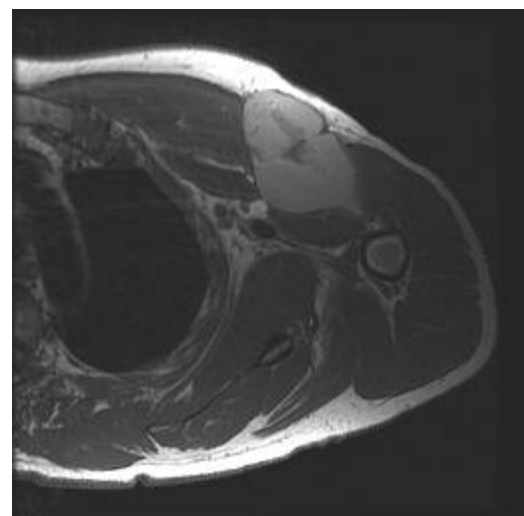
Imagen de RMN..
